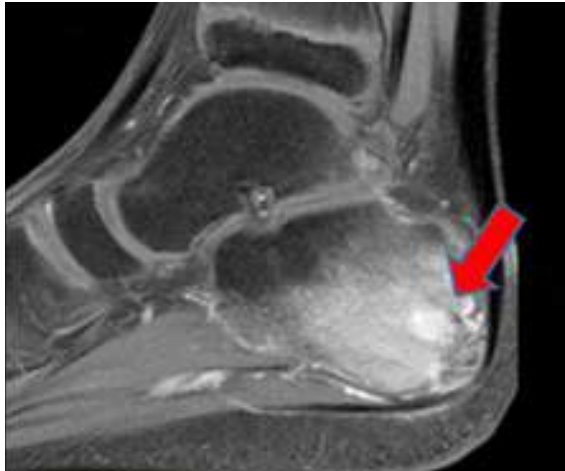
RMN de control a los 30 días. Presentaba una señal persistente compatible con osteopenia por desuso.
